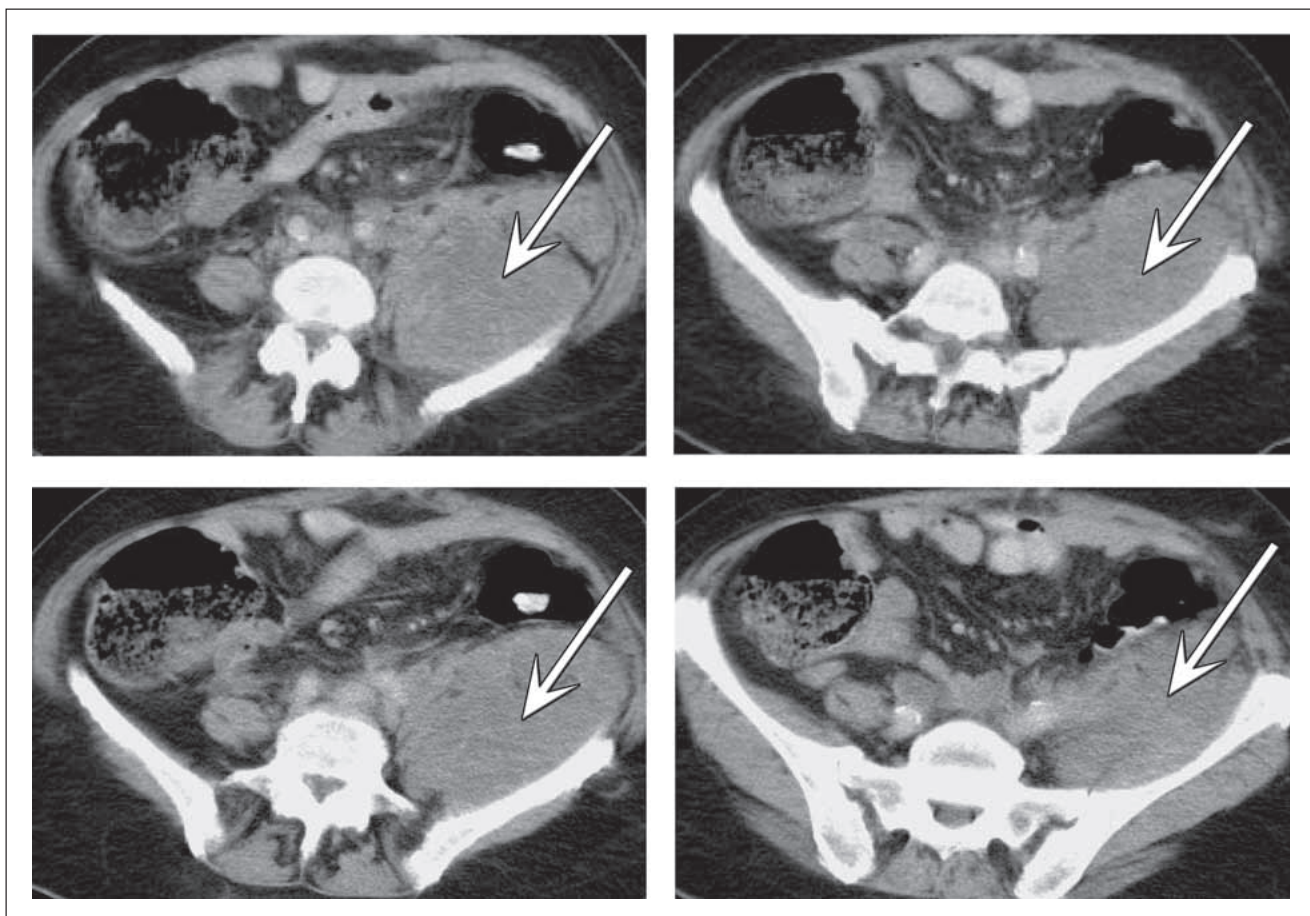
CT – Abdomen mit tumoröser Auftreibung des linken M. iliopsoas (weißer Pfeil).
